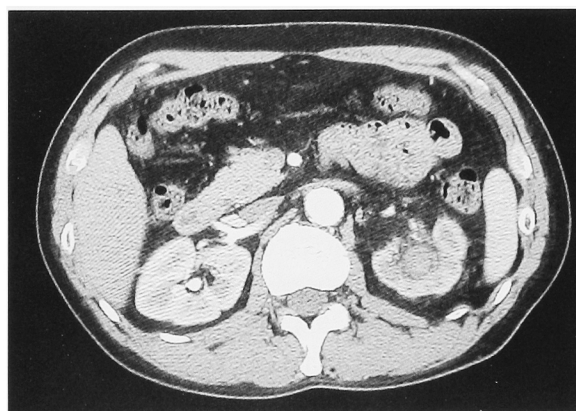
Abdominal computed tomography demonstrates an iso-density tumor in the left renal pelvis with a diameter of 2 cm, which is not so enhanced.
